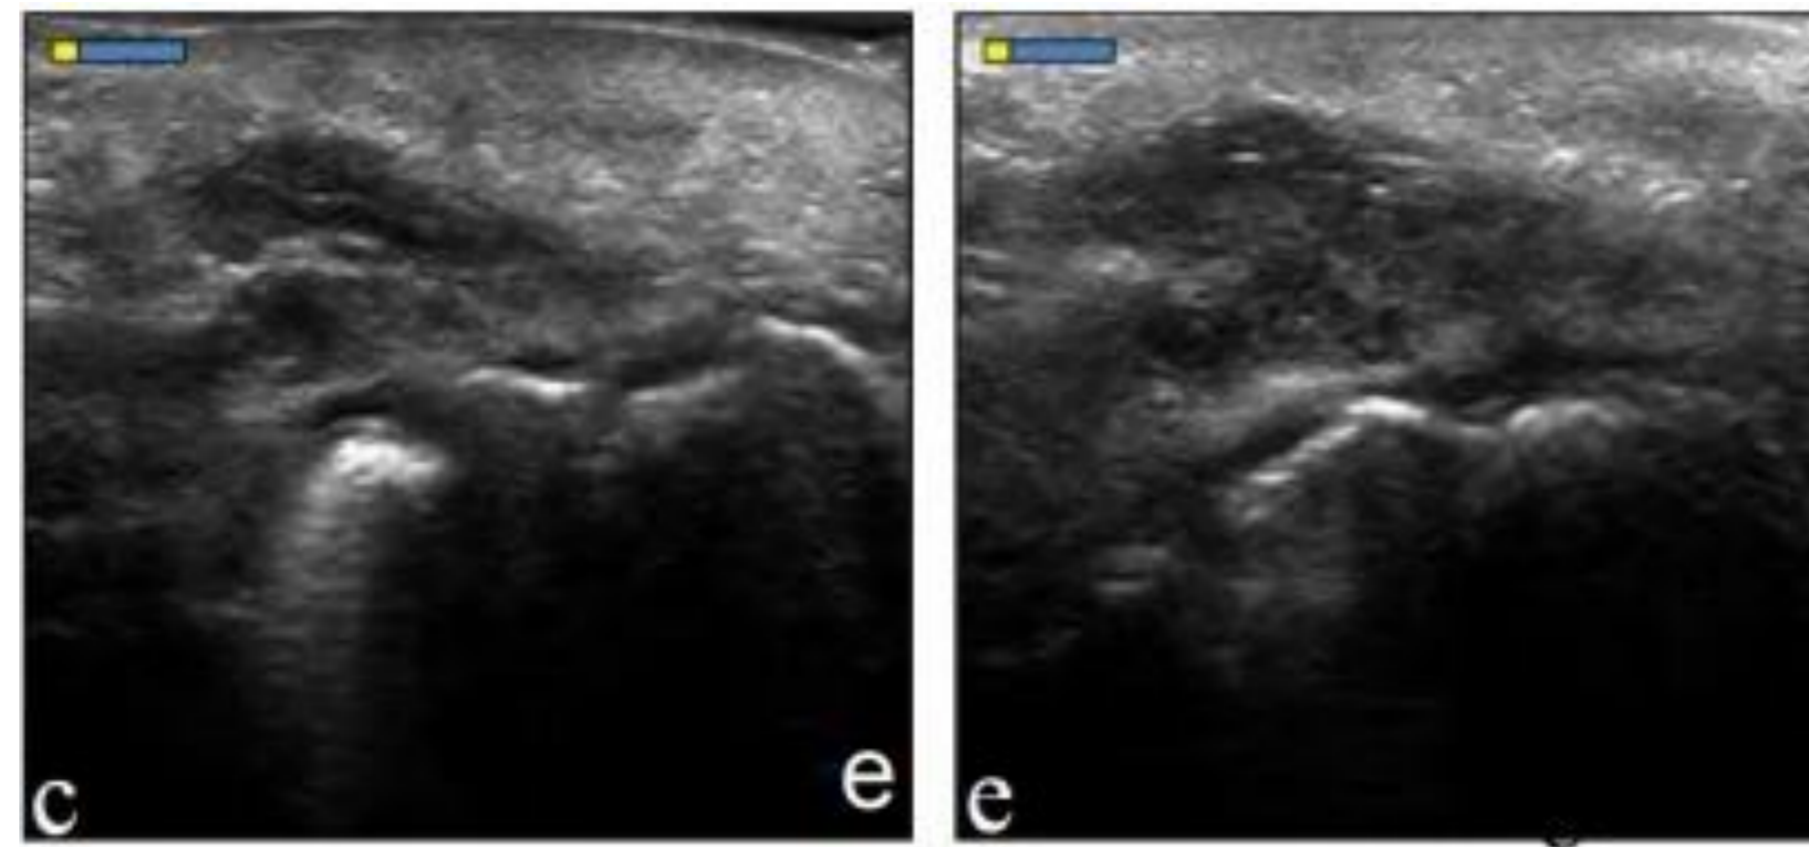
Sonografie des M. zygomaticus major, links im entspannten und rechts im kontrahierten Zustand [4]
